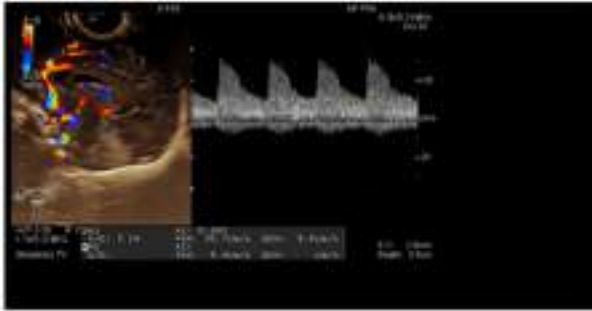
Corte sagital con velocimetría *doppler* de la onda de velocidad de flujo de la arteria pericallosa con obtención del índice de resistencia.
